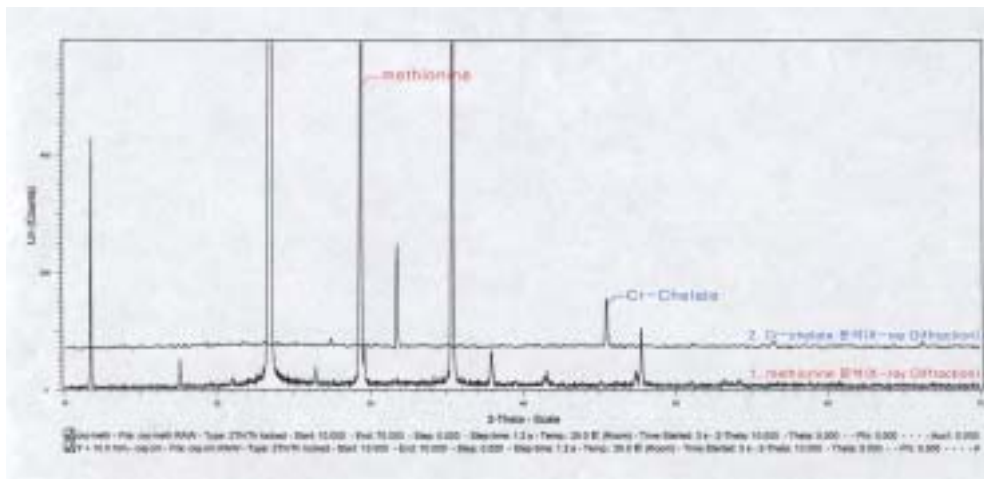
Cr-methionine chealte measured by powder X-ray differactometer
